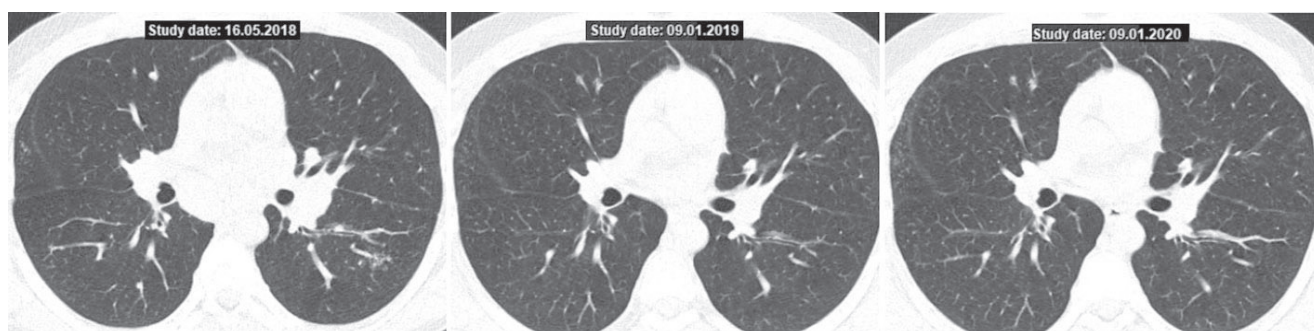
КТ хворого Д., 33 роки. Зліва – до лікування, в центрі – клінічне одужання після терапії метотрексатом, праворуч – нормальна КТ-картина через 12 міс після закінчення імуносупресивної терапії на другому диспансерному візиті
